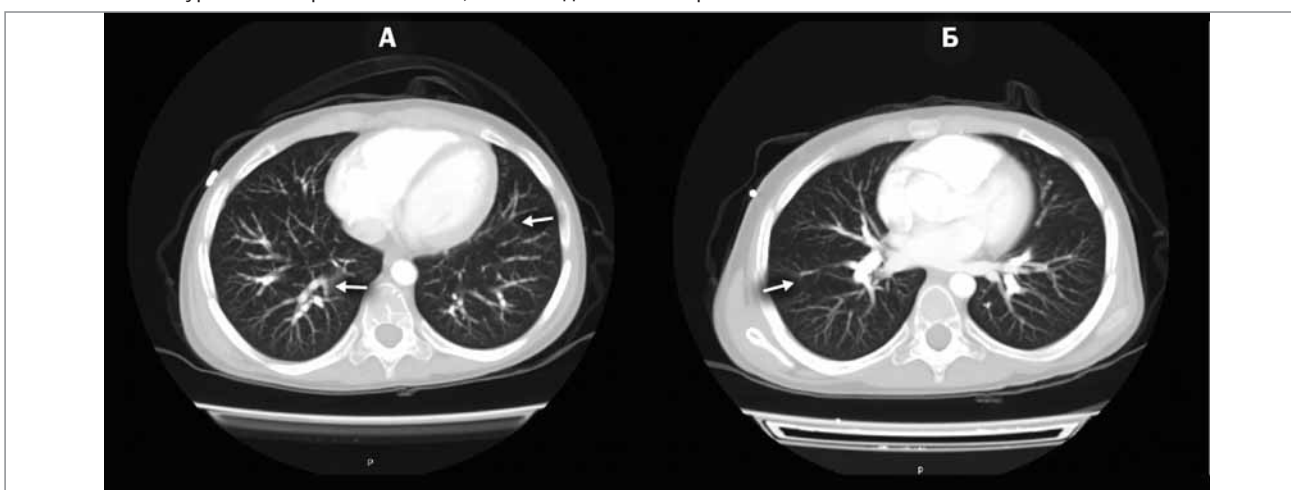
Мікотичне ураження паренхіми легень у динаміці, КТ №2 від 03.07.2018 р.
